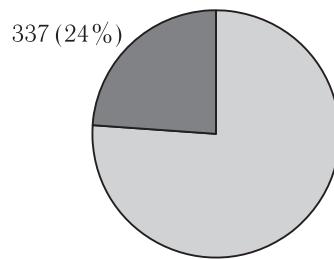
Влияние дополнительного применения ОФЭКТ/КТ на результаты диагностического теста (n=1412)
